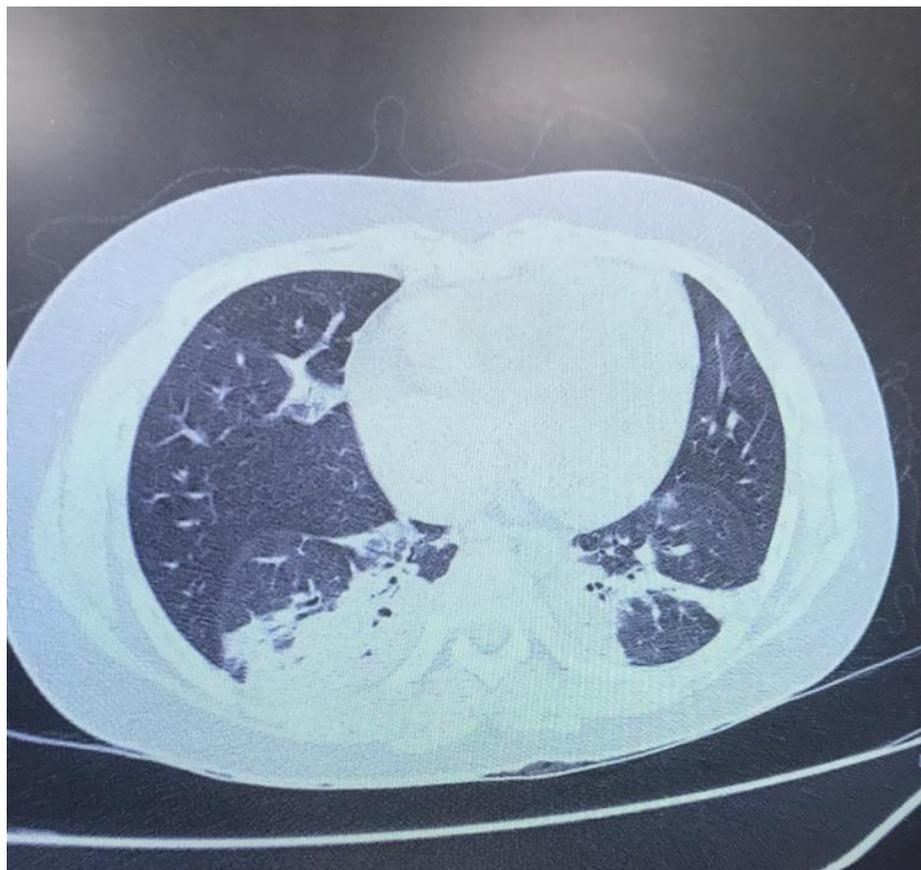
Paciente de 13 anos, feminina, 9º dia de doença. TC de tórax evidenciando consolidações confluentes na parte posterior em ambos os pulmões e opacidades em vidro fosco.
